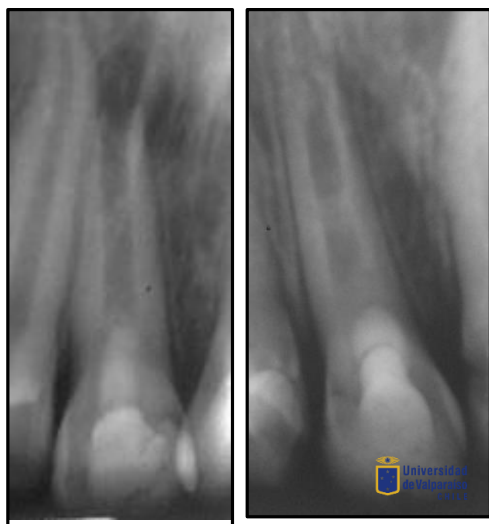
Radiografía control 24 meses (05/12/16). Se logra apreciar en diente 8 mantención de lesión apical y en diente 9 evidente aumento de longitud radicular y engrosamiento de paredes radiculares, ápice casi cerrado.
